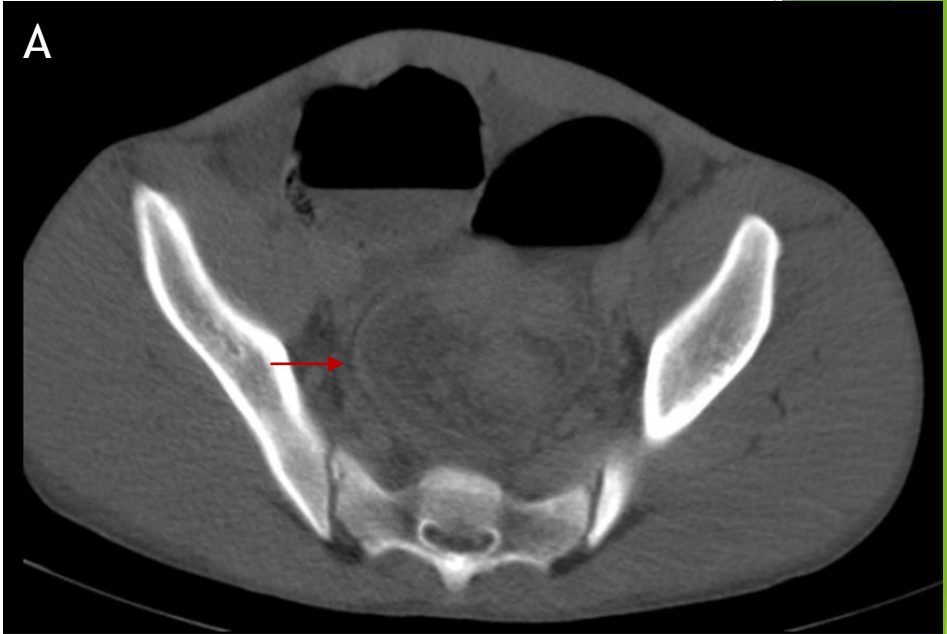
TC de Pelvis, se muestran cortes sucesivos a nivel de Recto-Sigma donde se observa engrosamiento parietal, con “signo de la Donnuts” (flecha roja) y presencia de masas intraluminales, que realzan tras la administración de contraste EV (asterisco), compatibles con invaginación intestinal con punto de partida. Fuente: autores.
